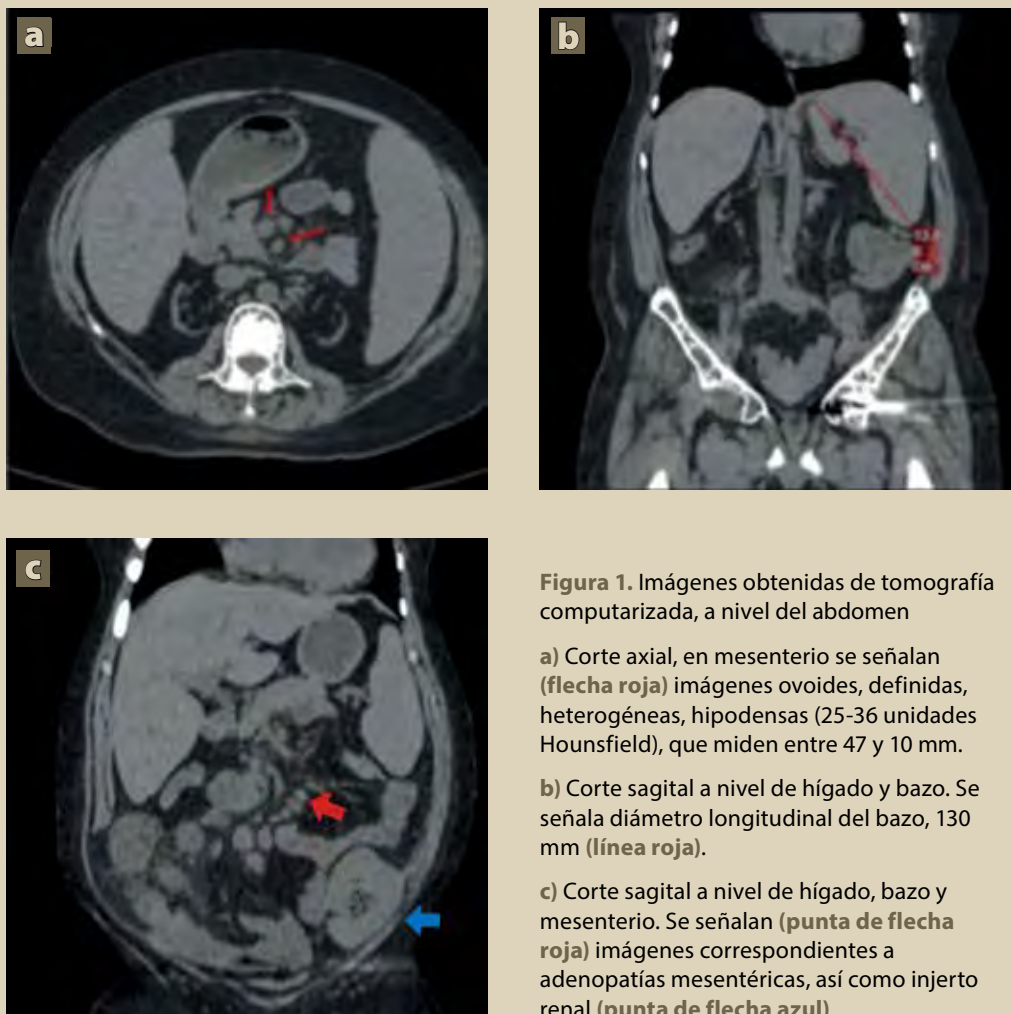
Imágenes obtenidas de tomografía computarizada, a nivel del abdomen
